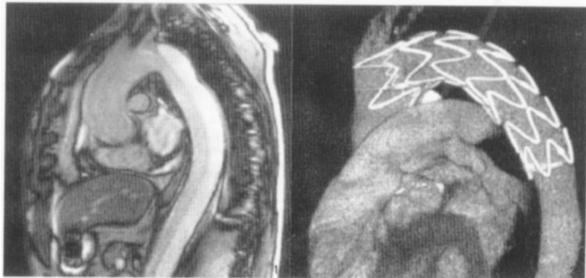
术前磁共振成像显示主动脉夹层 图 2 术后 CT 血管造影检查显示覆膜支架植入后情况
